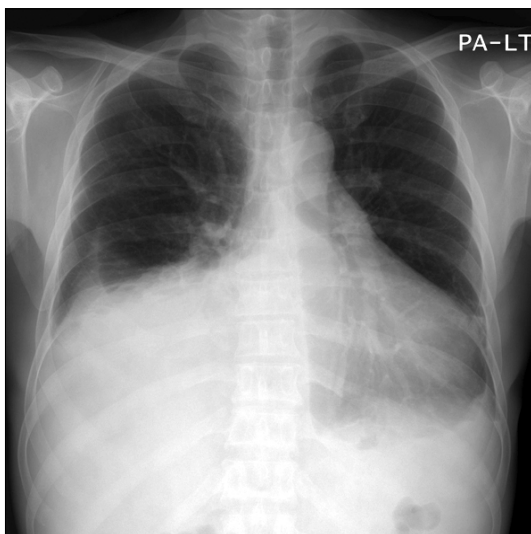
Chest radiograph shows pleural effusion in both lung fields.
